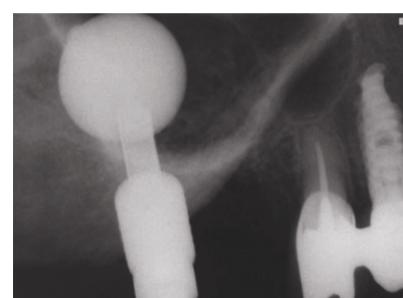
Периапикальная рентгенограмма, демонстрирующая наполнение баллона в дистальном месте.
